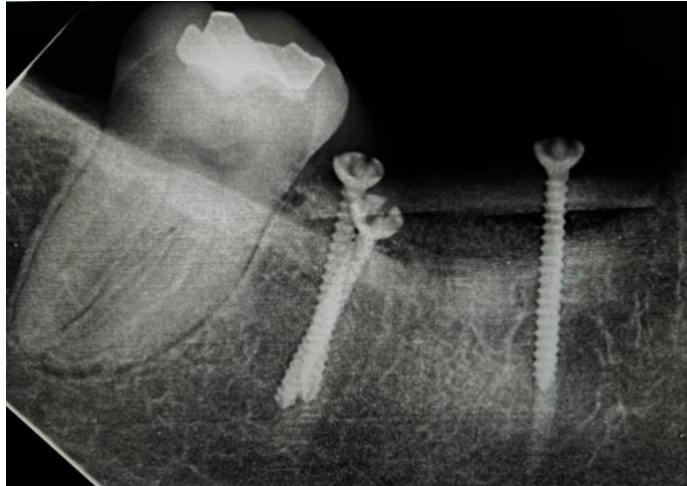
Radiografía periapical de control inmediato para la evaluación de la fijación de los tornillos y la posición de los injertos laminados de tejido óseo.
